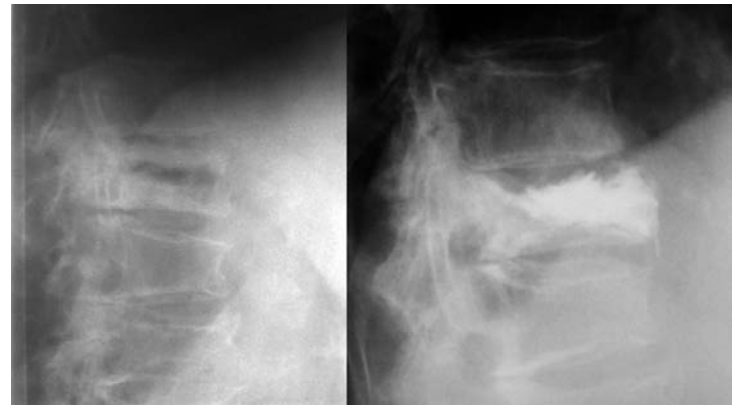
Вакуум-эффект – полость в теле сломанного позвонка, видимый на функциональных рентгенограммах через полгода с момента травмы
